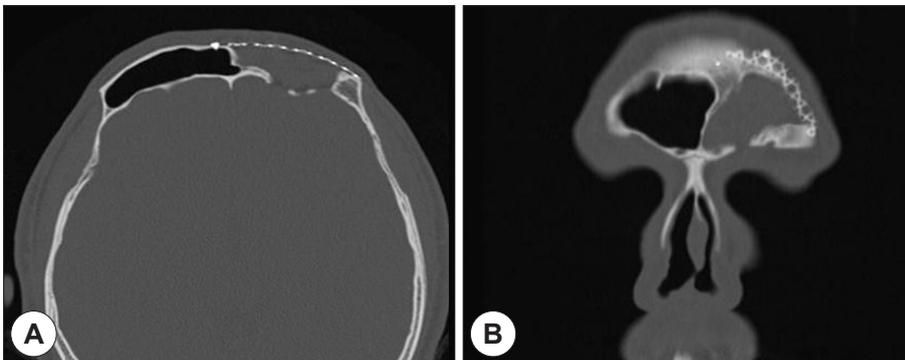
Postoperative non-enhanced CT images 17-months after surgery. The both axial (A) and coronal (B) images demonstrating the persistence of fat for obliterating frontal sinus and well-maintained outer contour of the frontal sinus.
